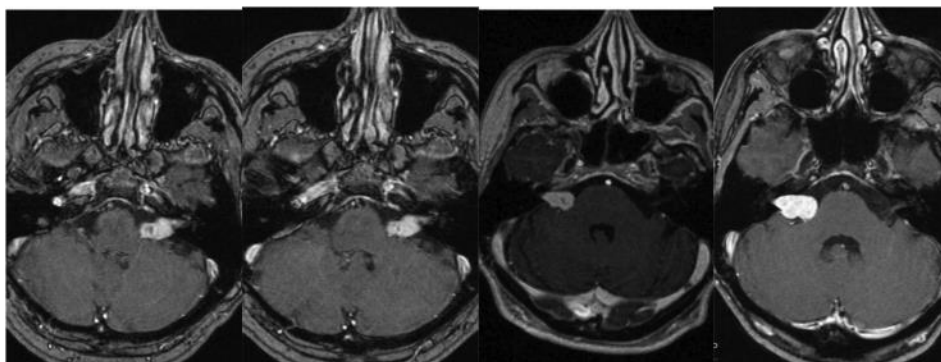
RM axial (T1 con contraste) de dos casos de NA tratados con radiocirugía con Gamma Knife (dosis marginal de 13 Gy) que mostraron un buen control tumoral a los 15 meses (caso del lado izquierdo) y después de 29 meses (caso del lado derecho)²⁰
